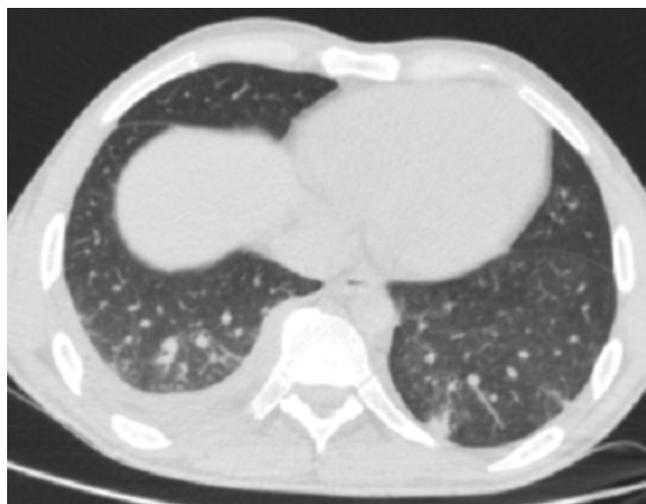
КТ-легких на уровне Th IX. Исход пневмонии и правосторонней эмпиемы плевры. Незначительные плевральные наложения справа. Двусторонний очаговый пневмофиброз
